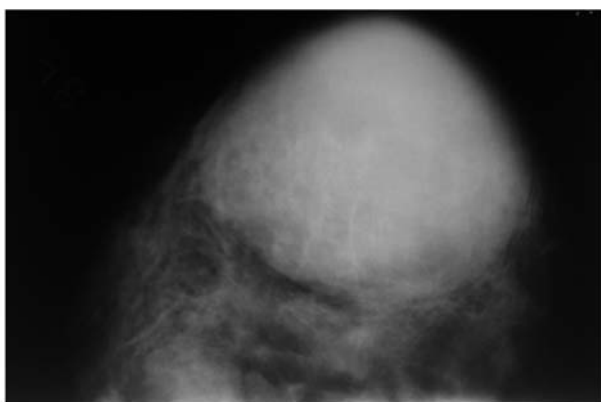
Рентгенограмма саркомы правой грудной железы пациентки Н., 1967 г.р.
